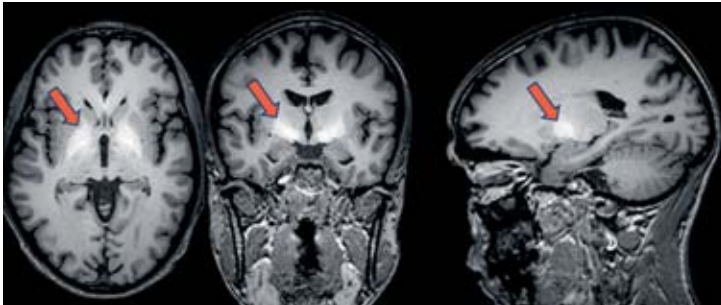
MRI des Gehirns mit Ablagerungen von Mangan in den Basalganglien (rote Pfeile)
